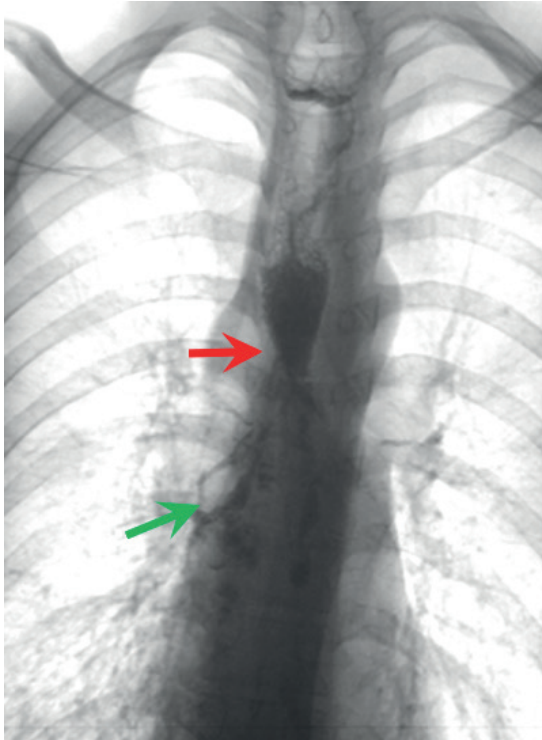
Рентгенограмма органов грудной клетки с пероральным контрастированием, прямая проекция. Сужение просвета пищевода (красная стрелка) с супрастенотическим расширением. Контрастный препарат в просвете ТБД (зеленая стрелка).
